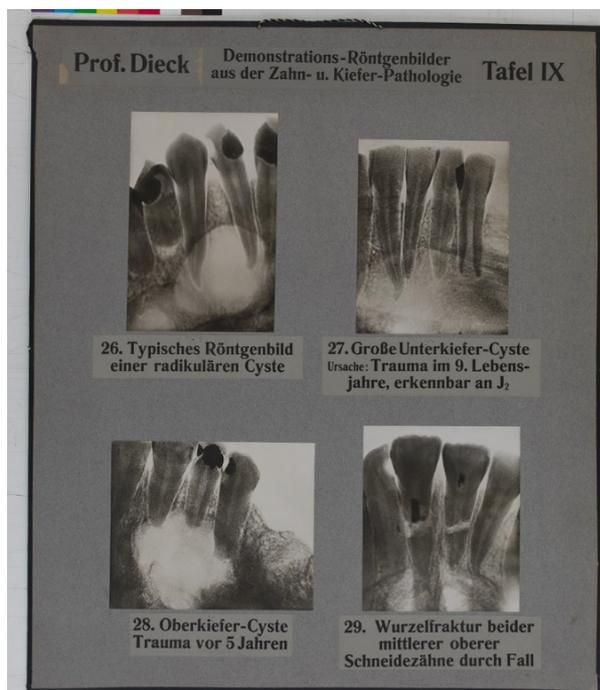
Röntgentafel LT 74³
